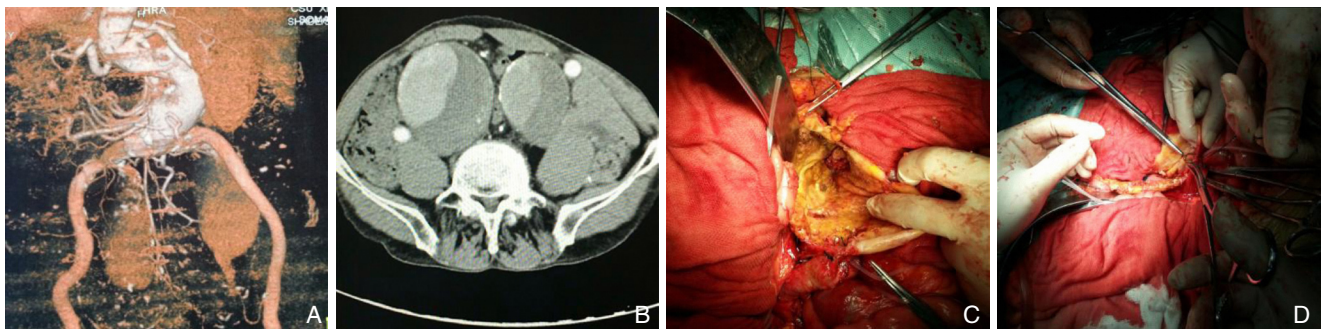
AAA 并双侧 IIA 动脉瘤患者, 行 AAA 切除 + 人工血管置换术, IIA 结扎, 人工血管与 EIA 吻合 A, B: 术前 CTA; C: 术中剖开 IIA, 从瘤腔内缝扎分支血管; D: 缝合 IIA 开口
